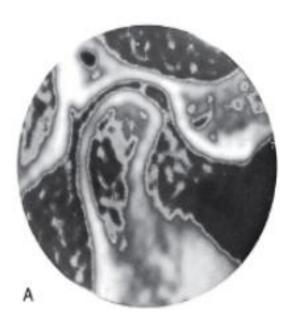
Tomografía computarizada. Proyección típica de la articulación temporomandibular.
